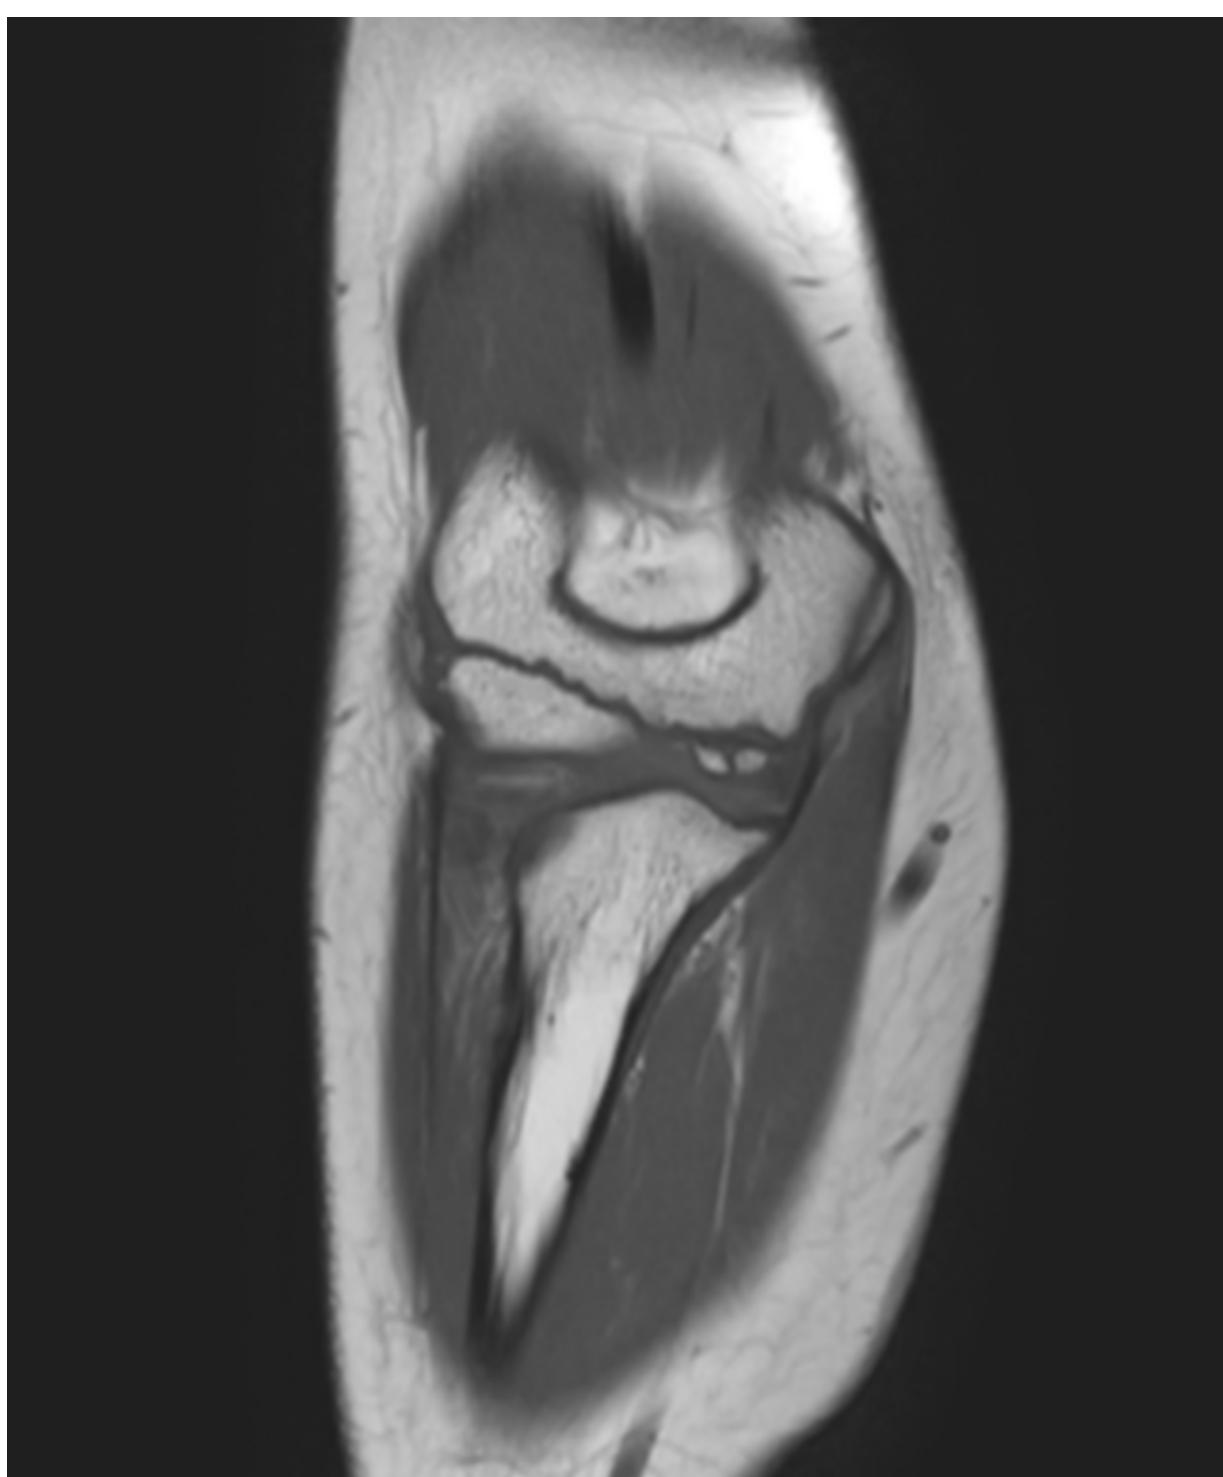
RMN codo derecho.
